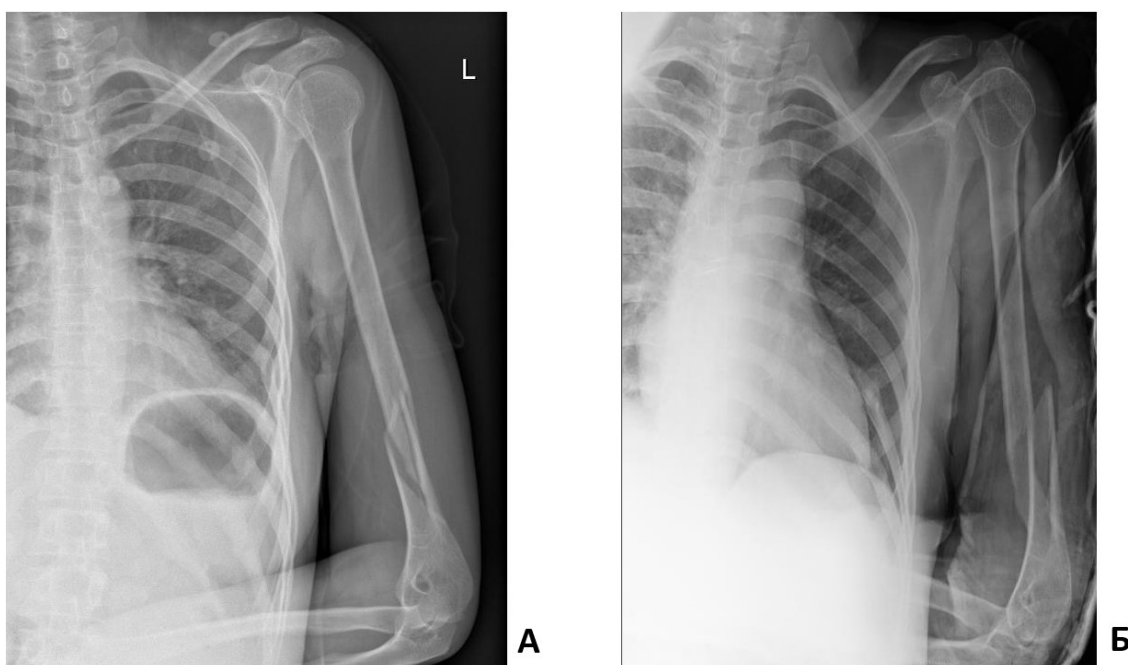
Результат рентгенологического исследования при поступлении пациента в стационар. А – рентгенограмма, прямая проекция; Б – рентгенограмма, боковая проекция. Определяется винтообразный перелом левой плечевой кости со смещением отломков (АО 12-A1)
